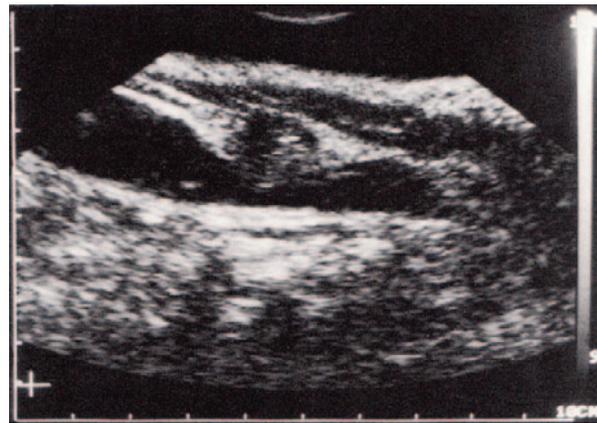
Frühe Sonographie einer Halslymphknotenmetastase (© W. Mann)
